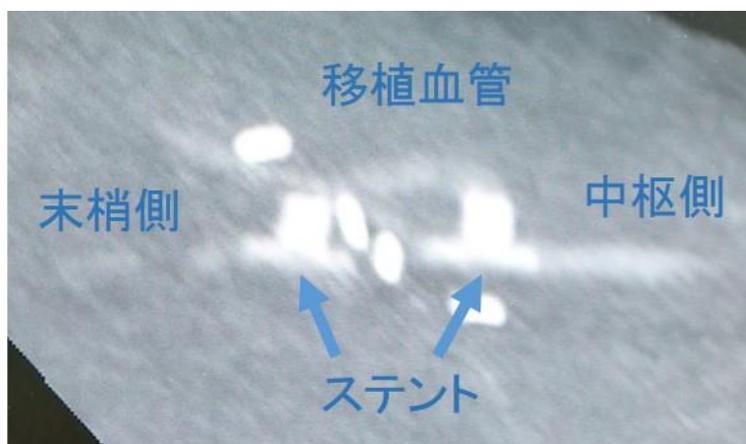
造影CT画像所見:血流が確認できたもの。端側ステントは濃い白で移り、血管は薄い白で造影されている。図 1B, C と同様の形態で撮影されている。A(上):実際の CT 画像、B(下):解説を加えた。
